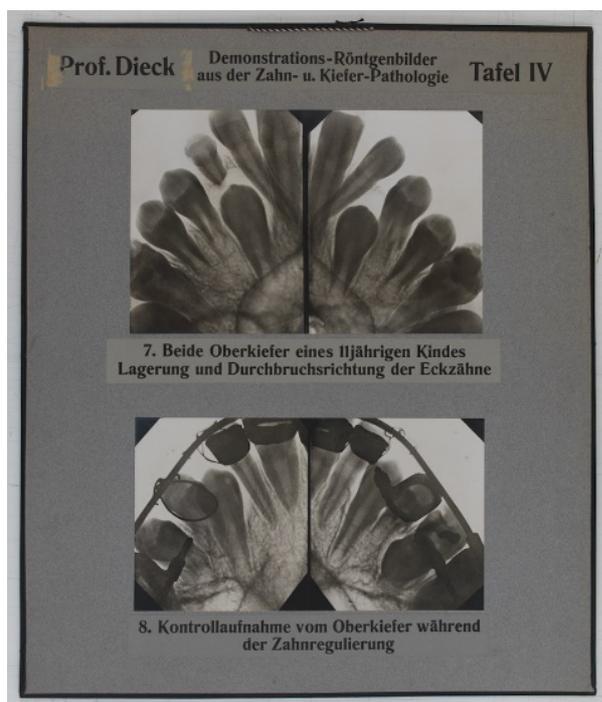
Röntgentafel LT 79¹
